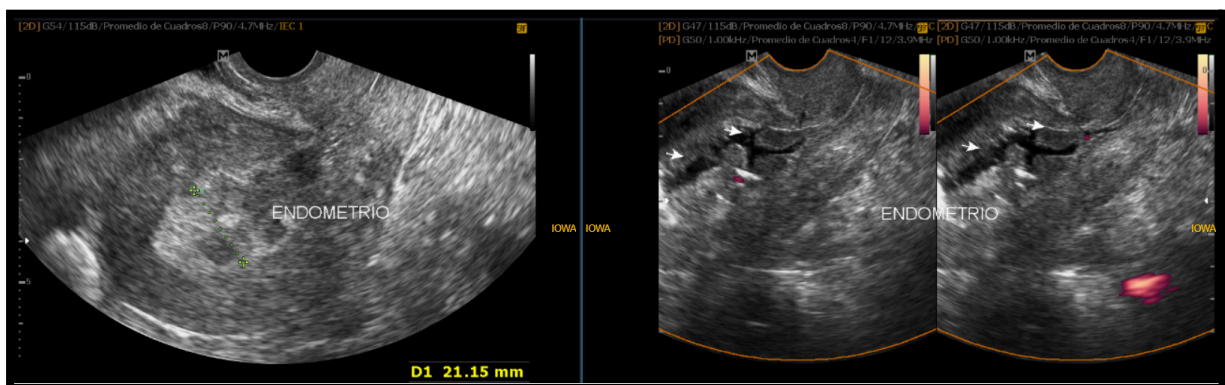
Paciente de 53 años postmenopausica, sin antecedentes patológicos ni estudios previos, consulta por metrorragia. Se realiza ecografía tv donde se informa endometrio heterogéneo, mide 21 mm de espesor. Luego tras la inyección de solución fisiológica, se distendió la cavidad endometrial y se visualizaron en su luz al menos 3 engrosamientos focales, no homogéneos, de bordes irregulares. Posteriormente se realizó histerectomía total con diagnóstico anatomopatológico de ca endometrial.
